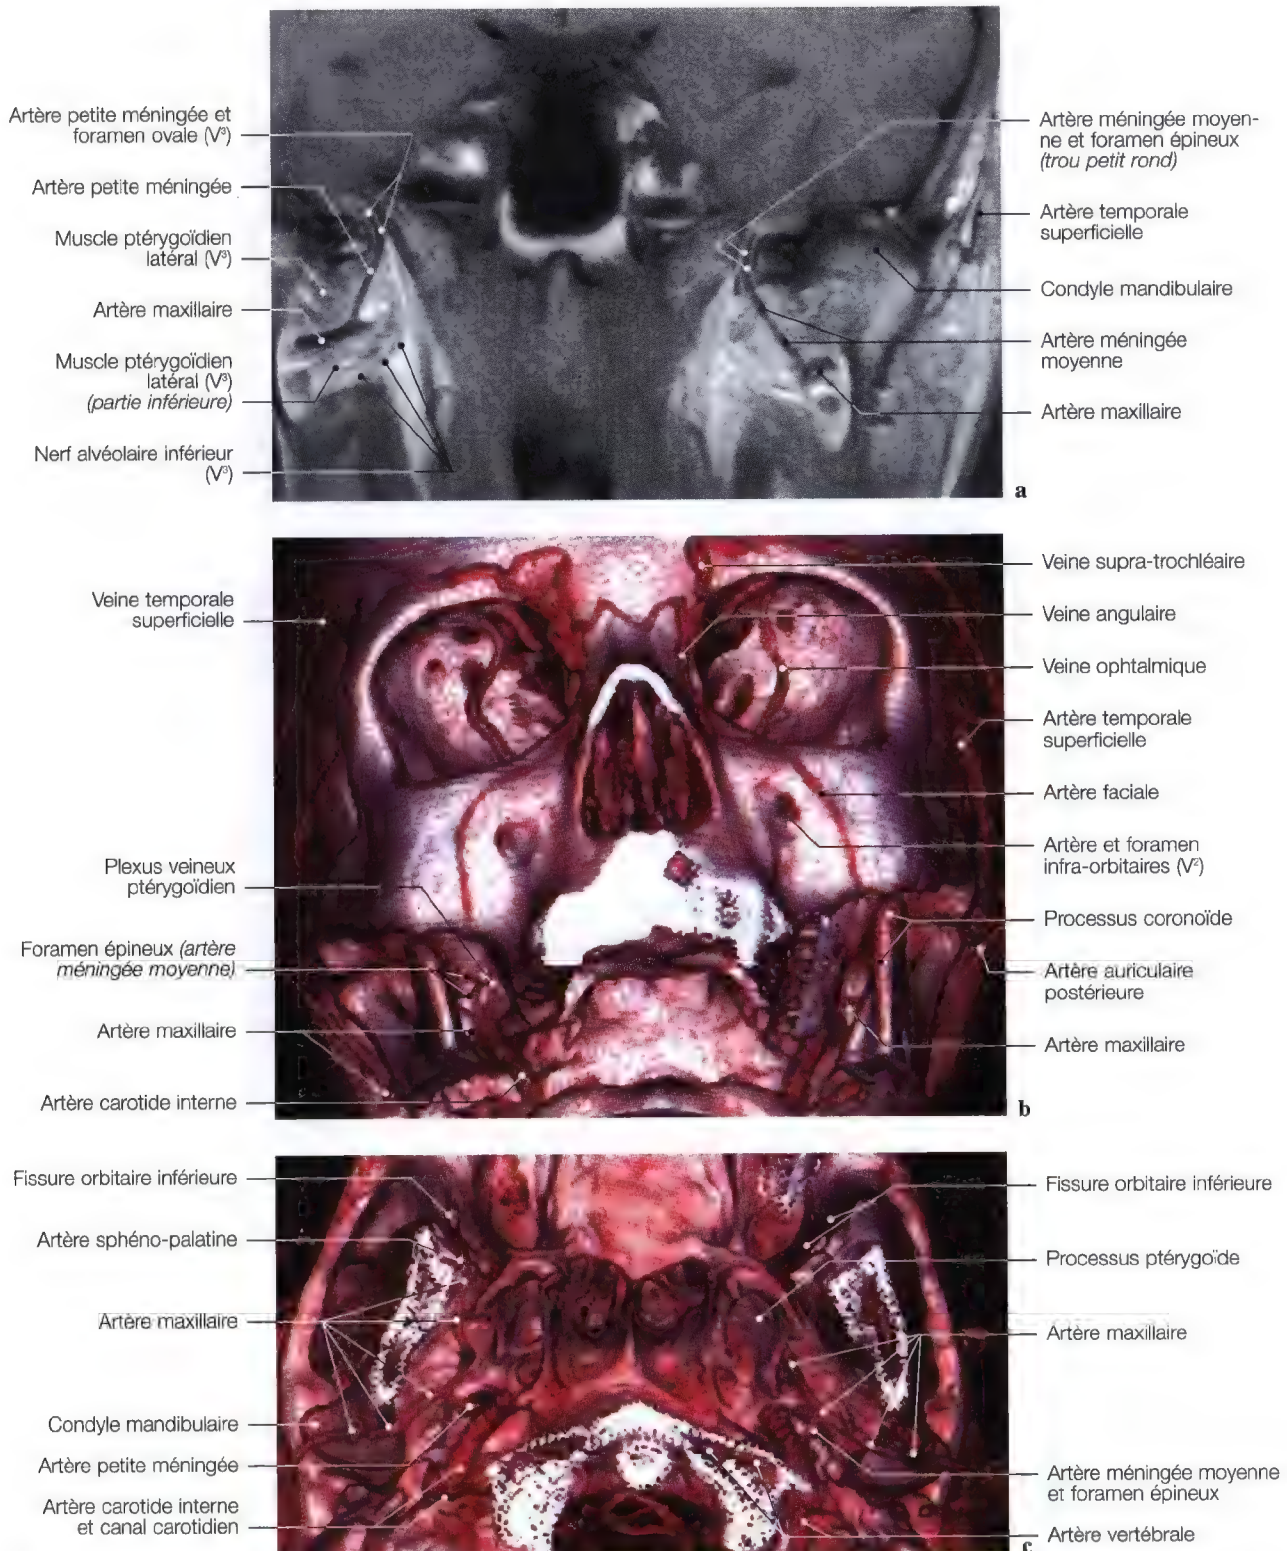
a–c. Imagerie par résonance magnétique (IRM) frontale (a), imageries frontale oblique (b) et axiale (c) avec la mise en évidence des artères maxillaires, des artères petites méningées et méningées moyennes jusqu'aux foramens ovales et épineux. (IRM: Dr J.W. Casselman A.Z. St-Jan, Bruges, Belgique; Imageries: Pr. C. Marsault, Dr. M. Sahel, Hôpital Salpêtrière, Paris, France)
